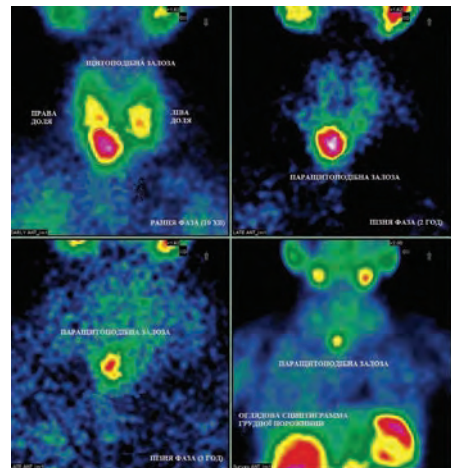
Сцинтиграми пацієнтки Г., 65 років: візуалізується ділянка інтенсивно підвищеної фіксації ^{99m}Tc -MIBI в проекції правої нижньої, розташованої інтраатиреоїдно, ПЩЗ.
